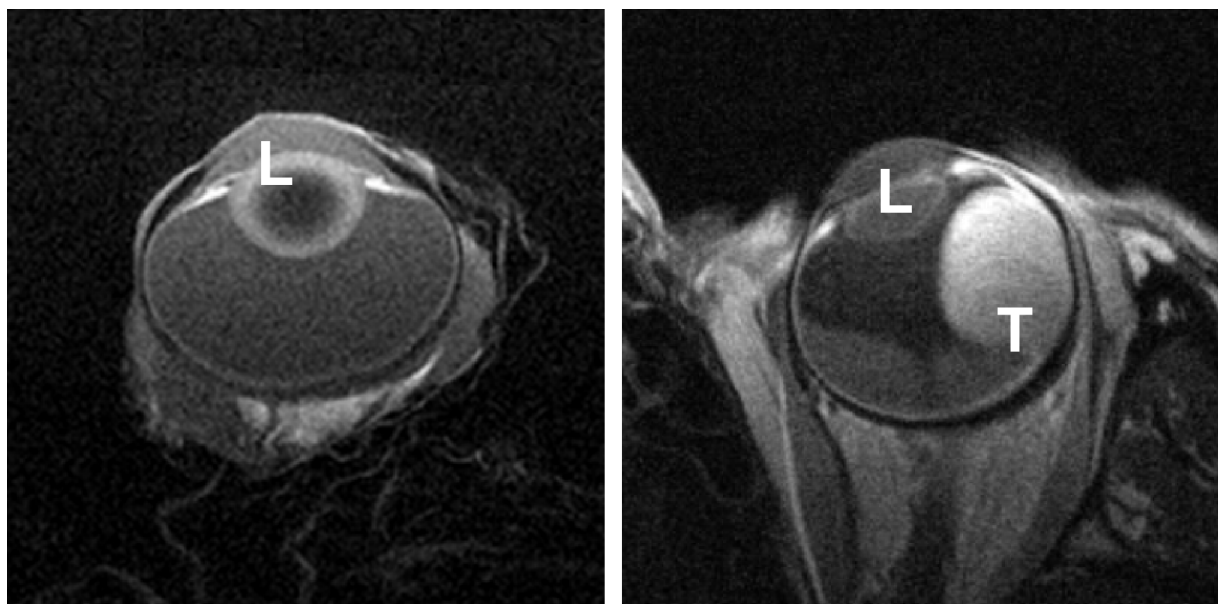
Vergleich des MR-Bildes eines präparierten tumorfreien Schweineäuges (links) mit dem MRT-Bild eines menschlichen Tumor-tragenden Äuges (rechts) (L=Linse, T=Melanom)
